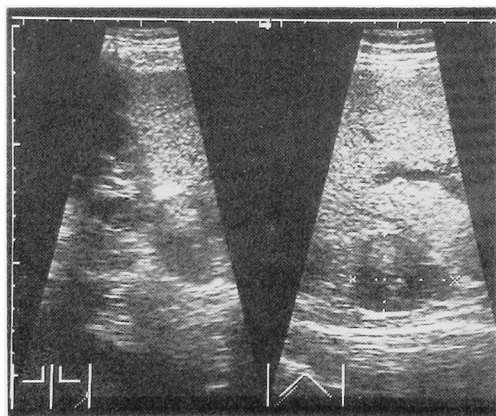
Ultrasonography of case 1
